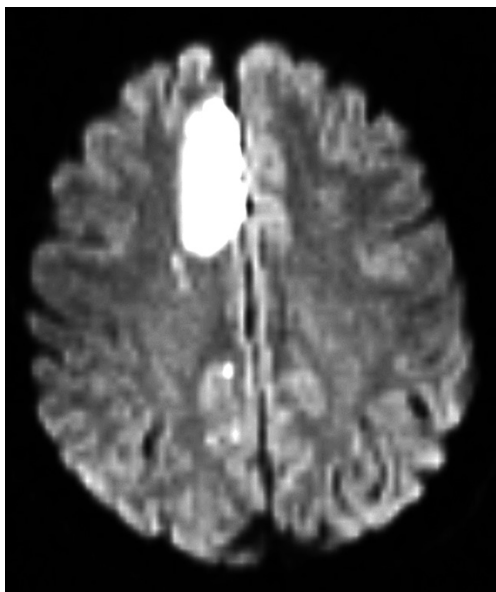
Послеоперационная МР-томограмма головы пациентки, у которой развился транзиторный очаговый двигательный дефицит после внутрисосудистой окклюзии аневризмы ПМА
